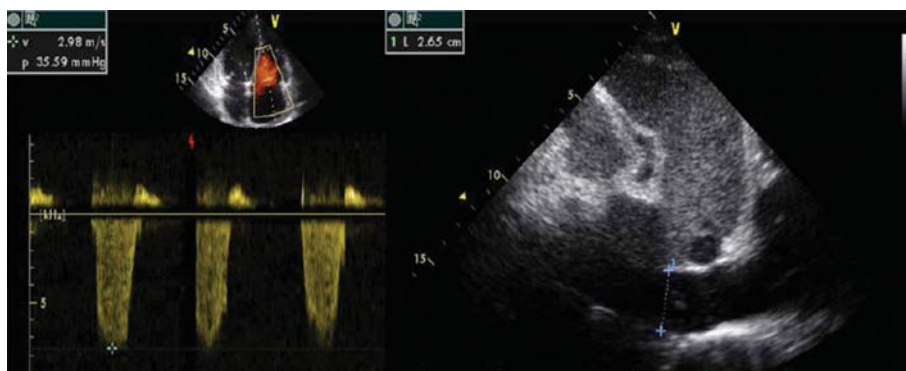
Результаты эхокардиографии - определение давления в легочной артерии. Объяснения в иексте.
